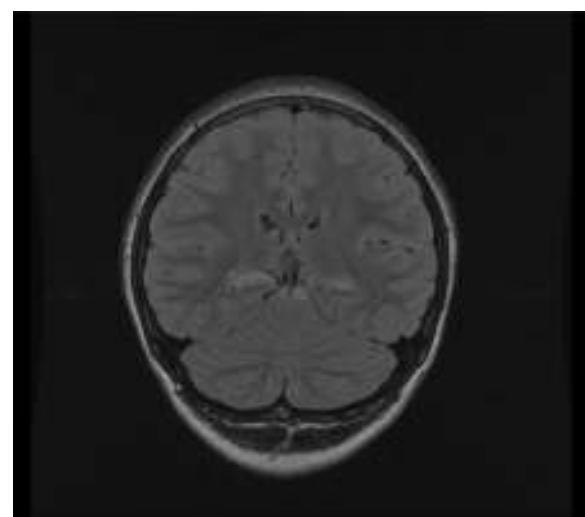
Corte coronal FLAIR con aumento de la señal temporal medial bilateral.
